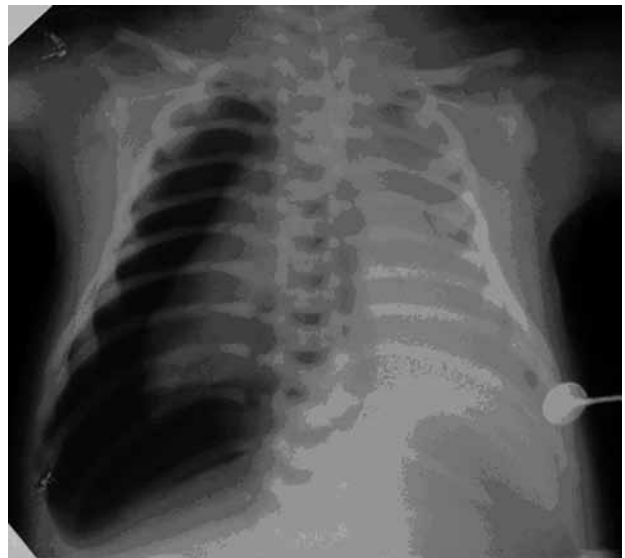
Рентгенограма хвор. Т., 1 міс. Колабування правої легені на 1/2 зі зміщенням середостіння в здоровий бік.
